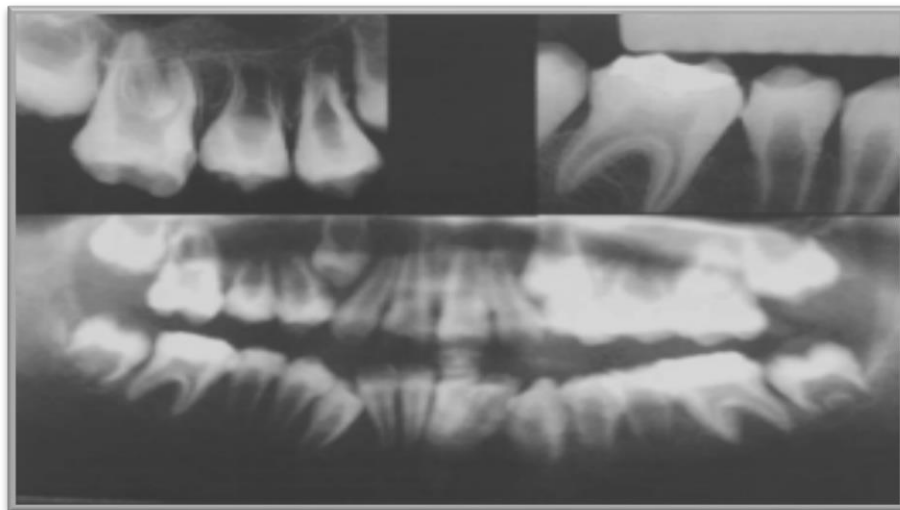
Radiografías raquitismo
